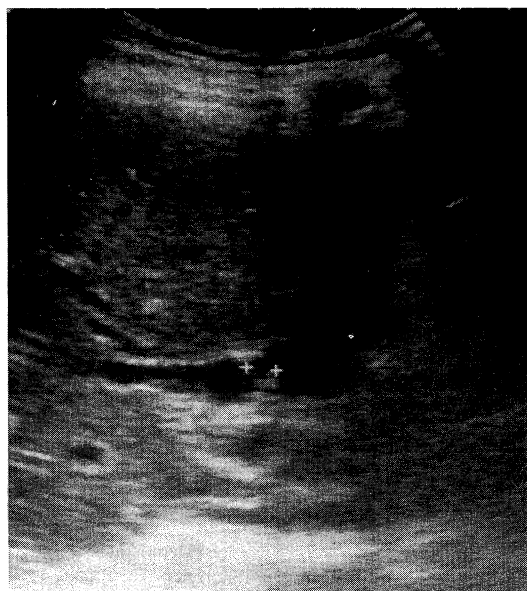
Abdominal ultrasonography revealed a stone with acoustic shadow in the common bile duct.
